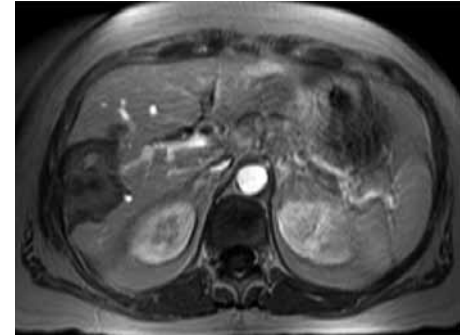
T₁-gewichtete kontrastmittelverstärkte MRT-Aufnahme 24h nach der Lasertherapie
